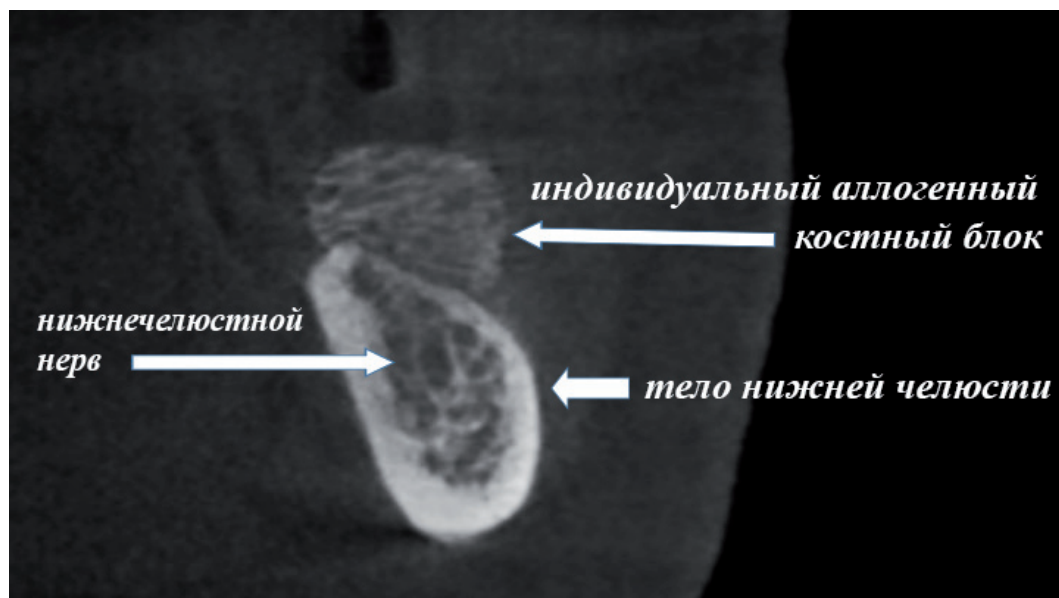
Пациент Н. - Конусно-лучевая компьютерная томография, срез в области отсутствующего зуба 36
